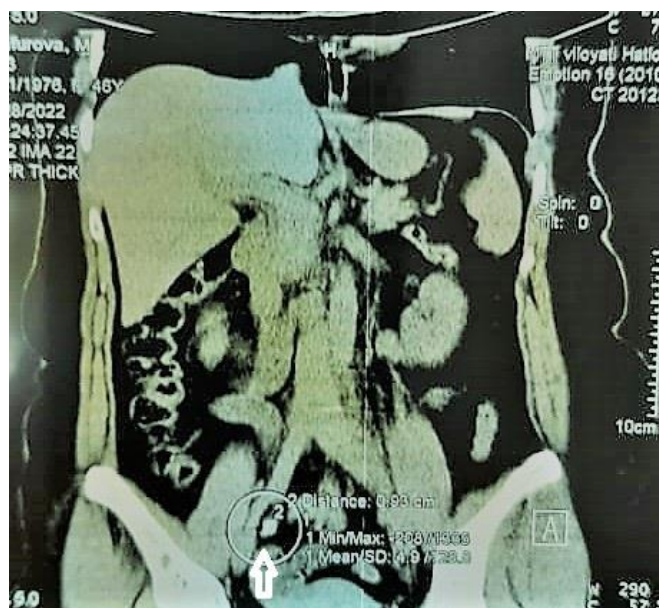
СКТ. Уретеролитиаз справа.
